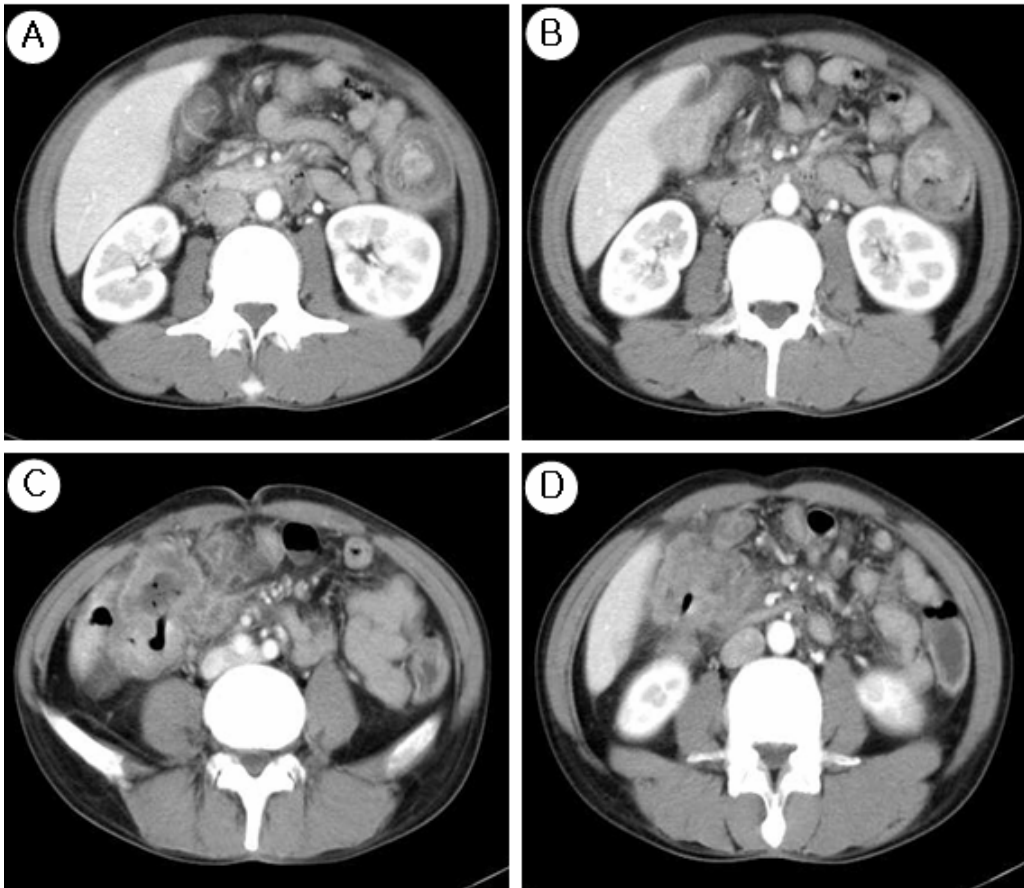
Abdominal CT. (A & B) Wall thickening of Lt. side colon near splenic flexure without bowel distention due to luminal obstruction is seen. (C & D) Diffuse irregular thickening of right side colon including hepatic flexure, terminal ileum is seen.
